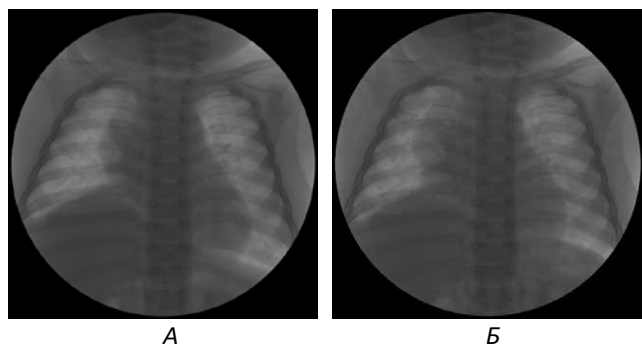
Рентгеноскопичне обстеження дитини П. за 6 місяців після операції (А – фаза вдиху, Б – фаза видиху): рухливість правого купола діафрагми обмежена, він розташований на рівні VII ребра, лівий купол рухається задовільно в межах одного міжребер'я. Середостіння займає серединне положення
